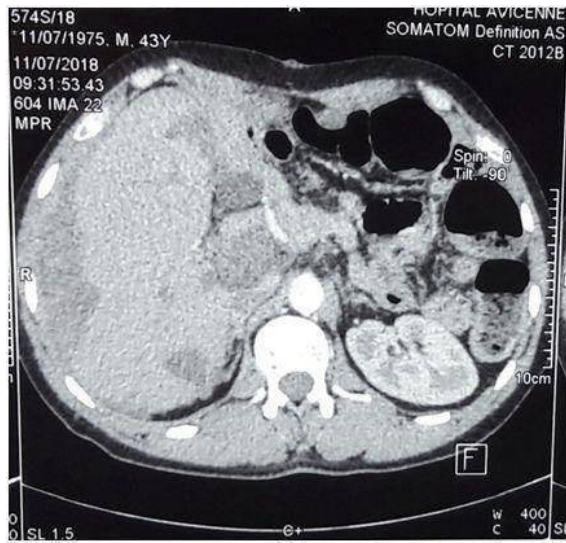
TDM montrant des nodules hépatiques Figure 5b : TDM montrant a un aspect caractéristique et un matériel isodense de l'espace inter hépato d'un carcinome péritonéal avec foie enchâssé dans un phrénique (Hôpital Avicenne) matériel hypodense (Hôpital Avicenne)
